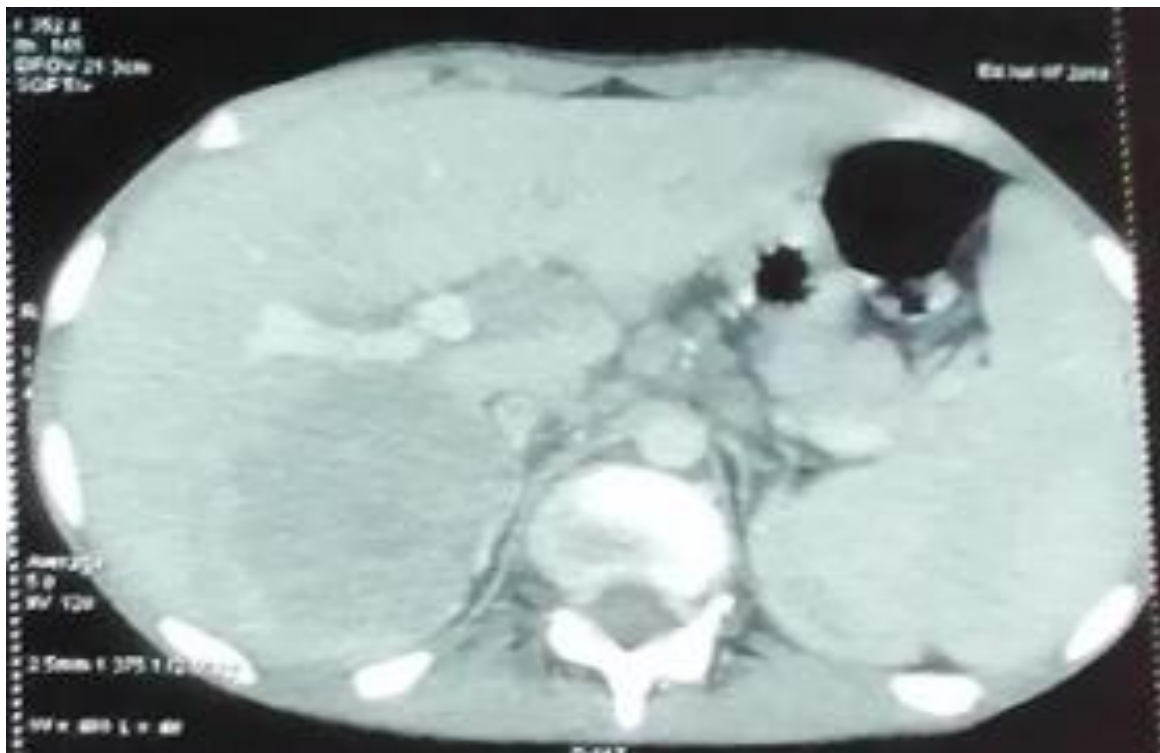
TDM abdominale montrant une ADP abdominale et surtout une masse hépatique.
